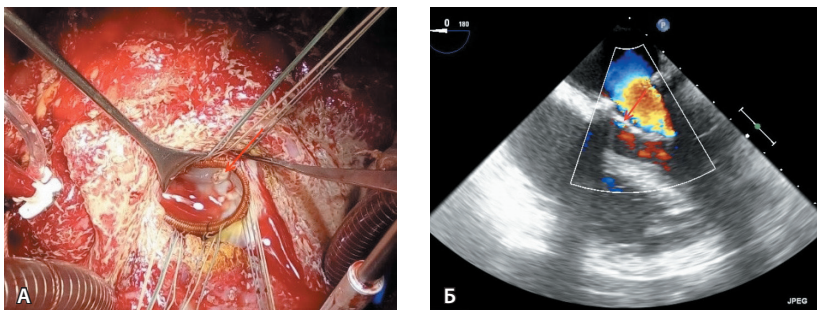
Результат вальвулопластики митрального клапана на опорном кольце. Состоятельная пластика при гидравлической пробе (А). Отсутствие трансмитральной регургитации на эхокардиографии (Б). Стрелки указывают на зону фиксации ксеноперикардиальной заплаты в секторе A_3 передней створки митрального клапана
